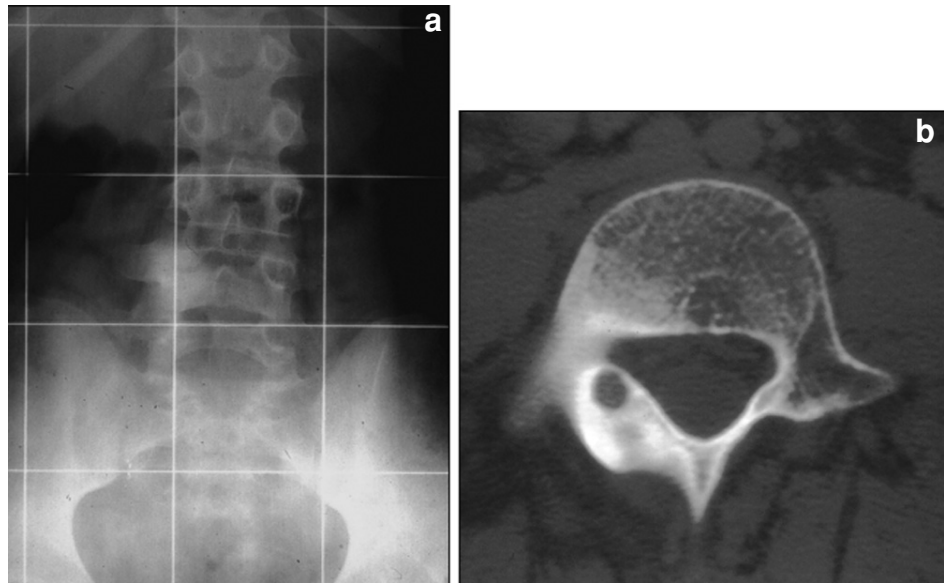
Ostéocondensation pédiculaire gauche de L3. Il existe une lyse isthmique controlatérale de L2. Les lombalgies sont surtout en rapport avec la souffrance du complexe isthmo pédiculaire gauche resté intact. En cas de doute la TDM rétablit aisément le diagnostic.
